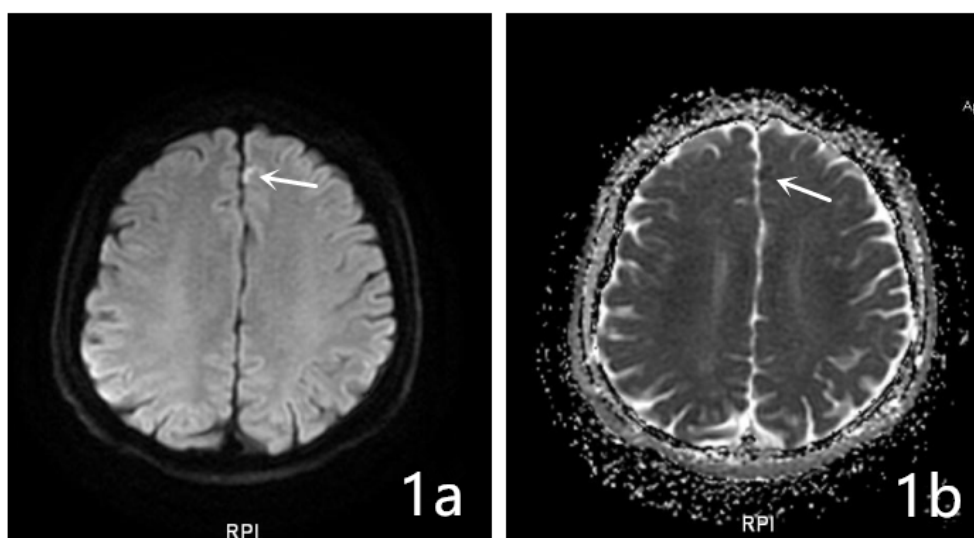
The strip high signal on the left frontal lobes in the DWI (range is about 8.4×4.1 mm), ADC is low signal (arrow pointing)
